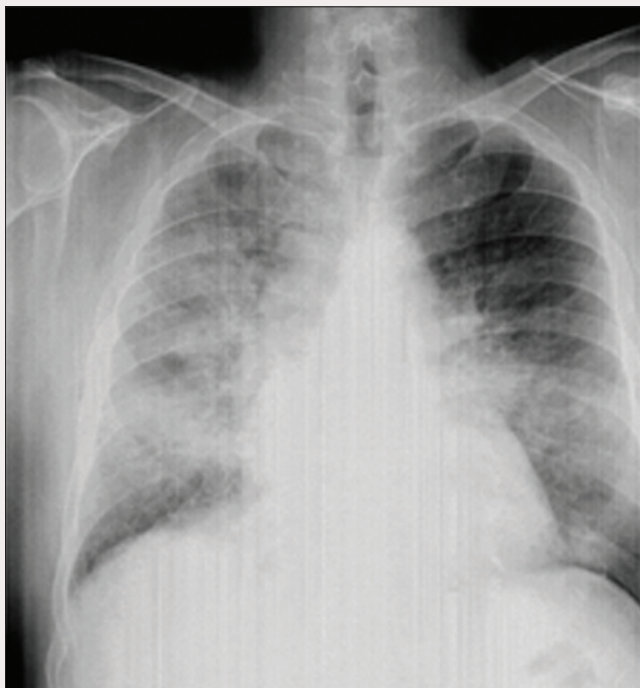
Рентгенограма ОГК пацієнта П. на фоні лікування (27.02.12)
